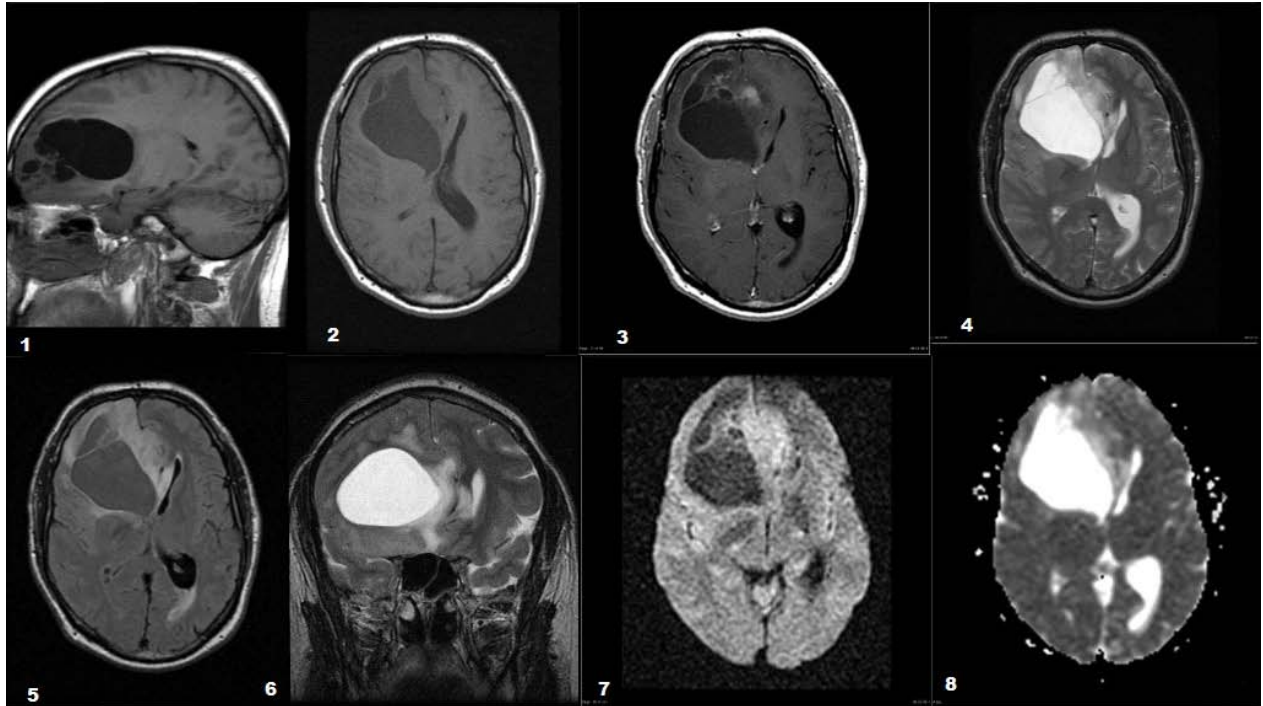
IRM : 1. Séquence sagittale T1 2. Séquence axiale T1 3. Séquence axiale T1 C+ 4. Séquence axiale T2 5. Séquence axiale Flair 6. Séquence coronale T2 7. Séquence axiale DWI 8. Séquence axiale ADC
